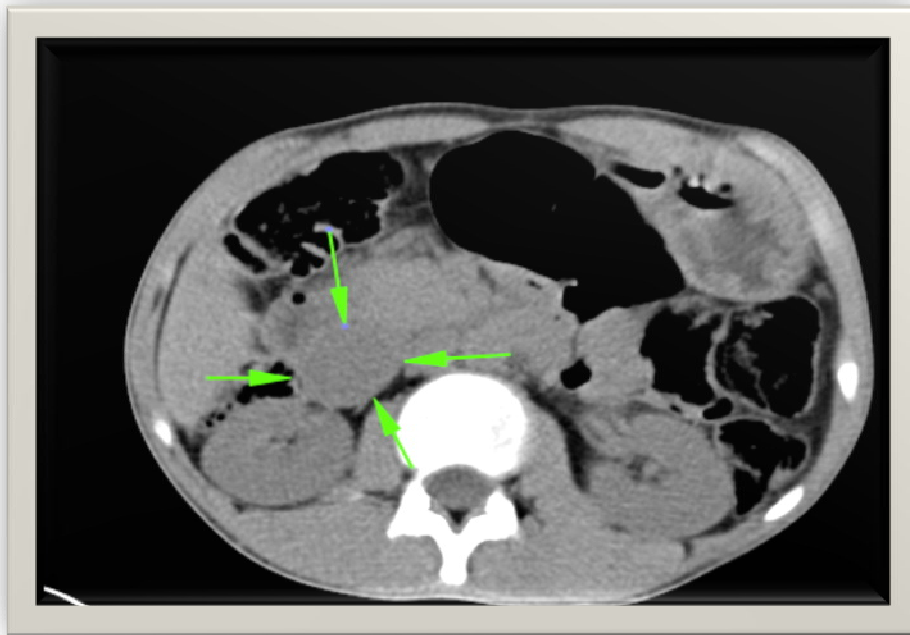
Coupe axiale TDM avant injection de produit de contraste.
